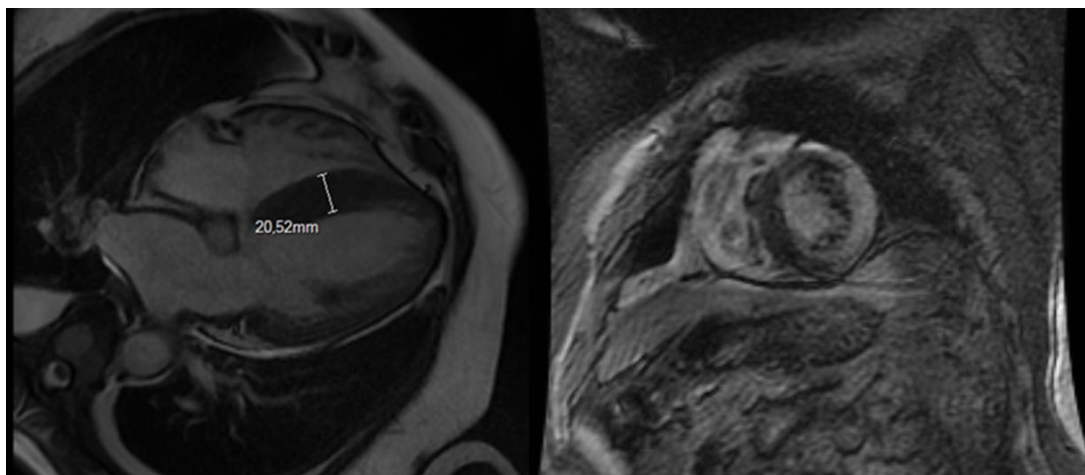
RM cardíaca realizada em Maio de 2015: corte de quatro câmaras em cine SSFP, com IVSd = 20,54 mm (esquerda) e corte de eixo-curto demonstrando realce tardio extenso nas paredes ântero-lateral e ínfero-lateral do ventrículo esquerdo e no ventrículo direito (direita)
